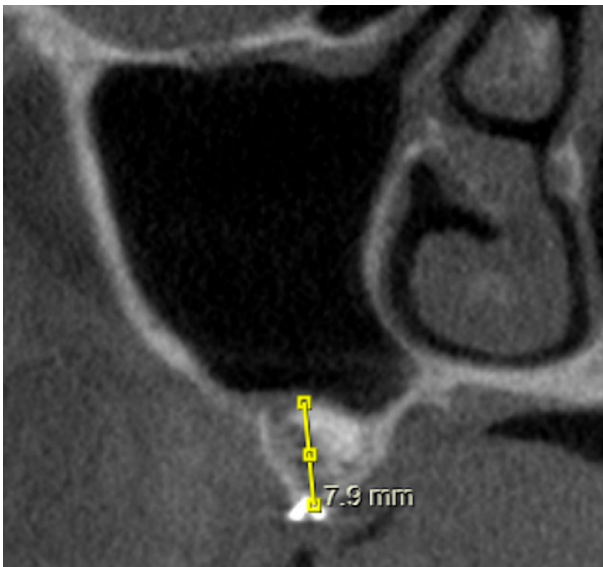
The radiological examination of post-operative tomography at 6 months.
